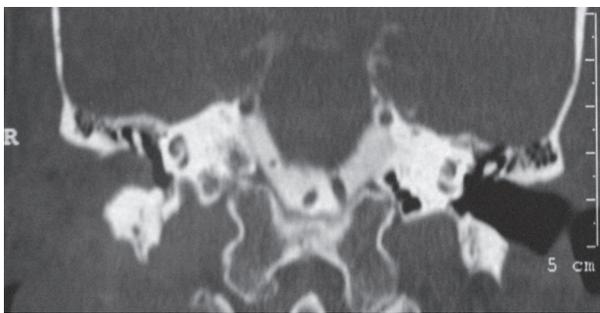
Tomografía computada de oído, corte coronal, nivel del oído medio.
